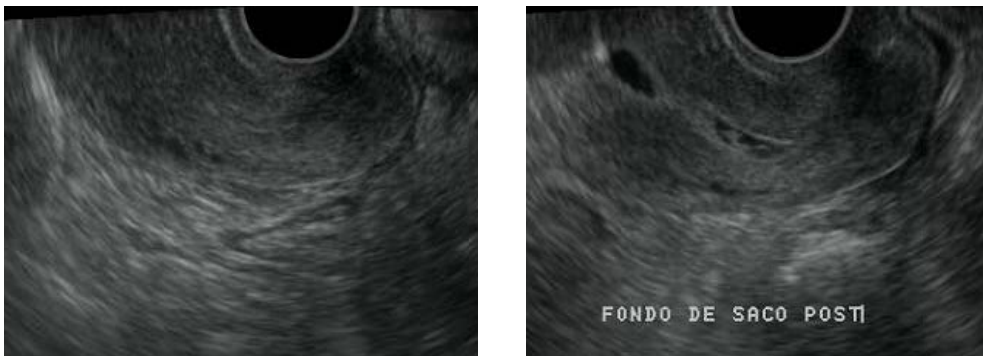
donde se muestra ausencia de líquido en fondo de saco posterior al inicio del estudio de histerosonografía así como su presencia al final del estudio.
